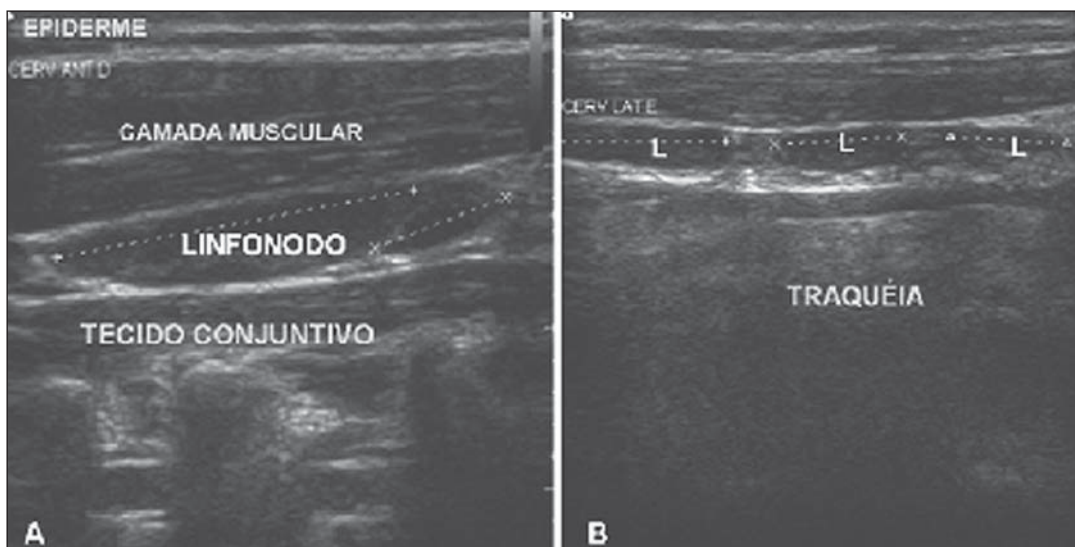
Ultrassonografias de indivíduos feminino (A) e masculino (B) mostrando a localização dos linfonodos em relação a estruturas vizinhas. A linha pontilhada indica a medida do maior diâmetro. (L, linfonodo).
